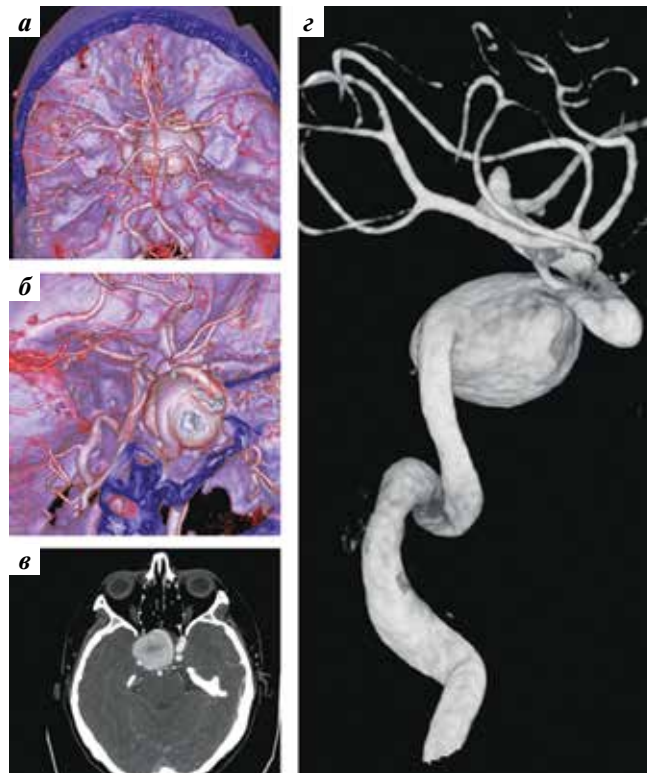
Гигантская аневризма кавернозного сегмента правой ВСА, выявленная у пациентки К.: а–в — спиральные компьютерные томографические ангиограммы; г — 3D-ангиограммы правой внутренней сонной артерии
